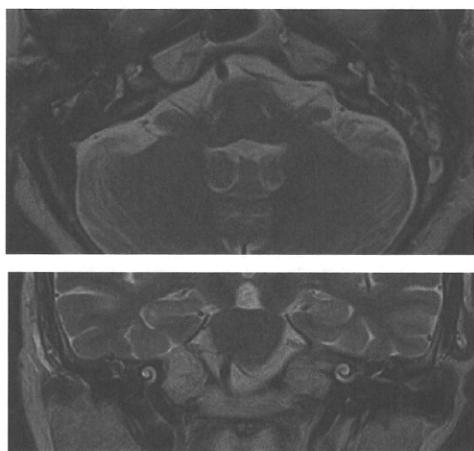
術前MRI所見。蝸牛内の疎通性は良好であることが推察される。
